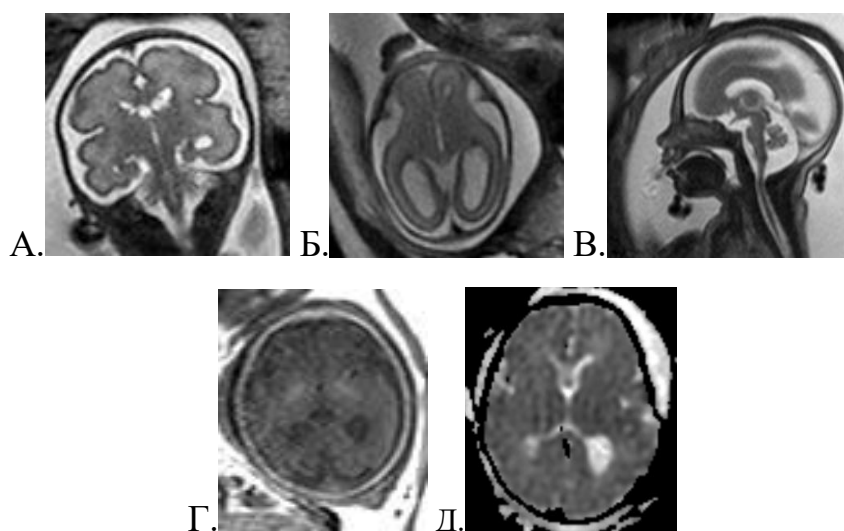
T2-ВИ в корональной (А), аксиальной (Б) и сагиттальной (В) плоскостях, T1-ВИ в аксиальной плоскости (Г) и DWI-ВИ в аксиальной плоскости (Д).
